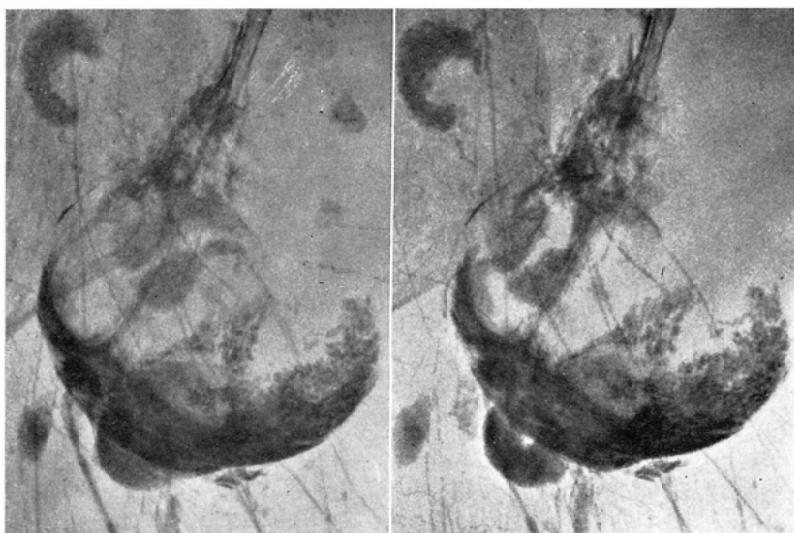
Stereomacroradiography in four-fold magnification of the lymphatic nodes of the right inguinal region reveals the small lymphatic canal of vas afferens and vas efferens, lymphatic nodes three dimensionally.
